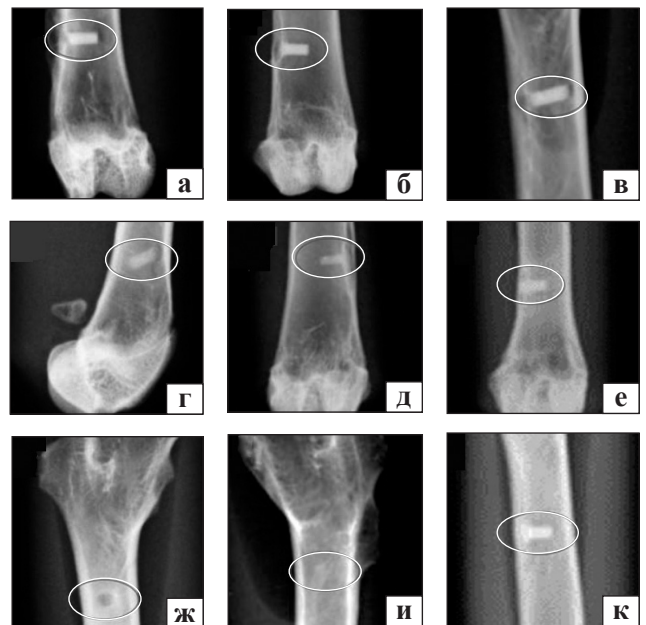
Рентгенограми стегнових кісток кролів у трьох групах тварин: ПММА-цемент (а, б, в), П-цемент (г, д, е), ПГ-цемент (ж, и, к); 1-й (а, г, ж), 6-й (б, д, и) та 12-й місяці (в, е, к) після хірургічного втручання. На всіх рентгенограмах чітко видні місця імплантації, за виключенням 6 міс. у разі використання ПГ-цементу [2]
